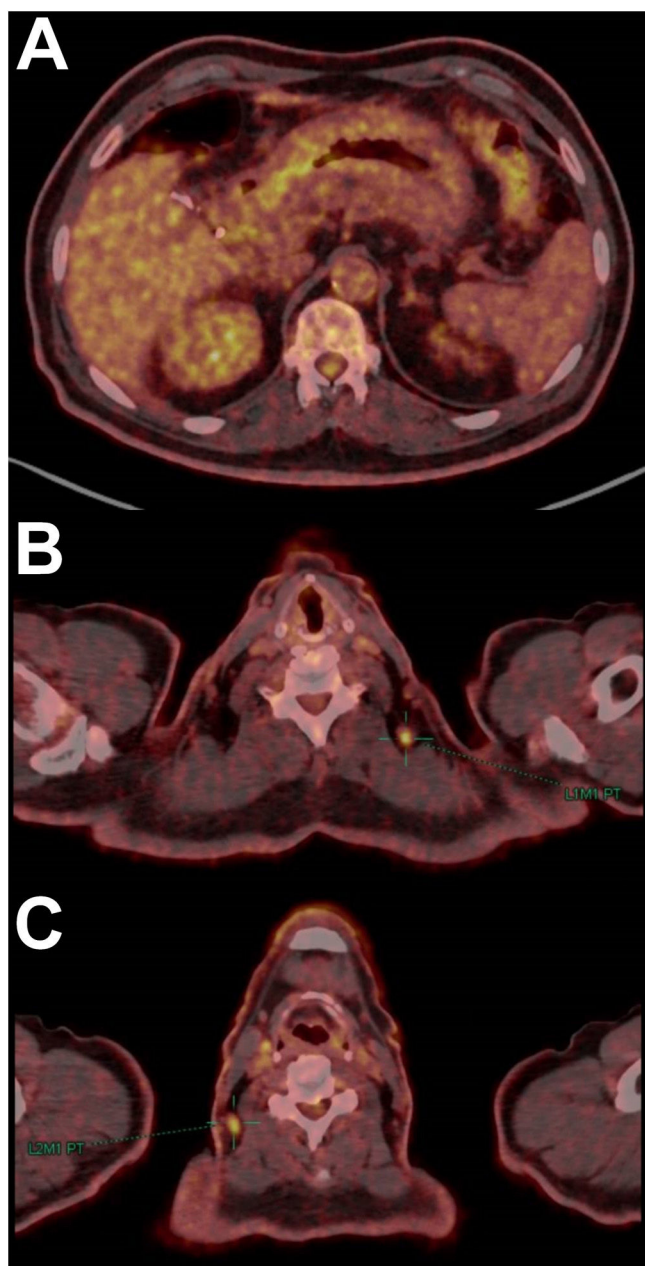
PET-TC. Cortes axiales. A) Leve refuerzo metabólico en antro gástrico, varias lesiones nodulares perigástricas que no muestran incremento de la actividad metabólica, y rarefacción de la grasa que rodea al estómago. B) Foco de moderada actividad metabólica en hueso supraclavicular izquierdo. C) Foco de moderada actividad metabólica en región basocervical derecha.
